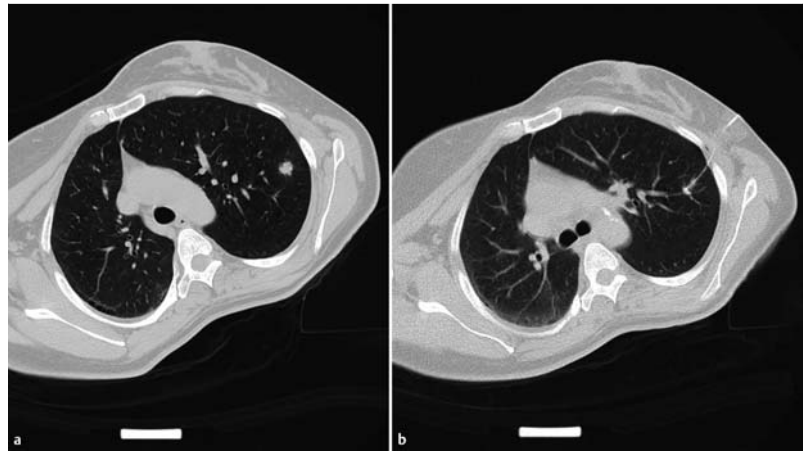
a Intermediär gelegener 2 cm Rundherd im linken OL. b CT-gezielte Drahtmarkierung vor geplanter VATS.
